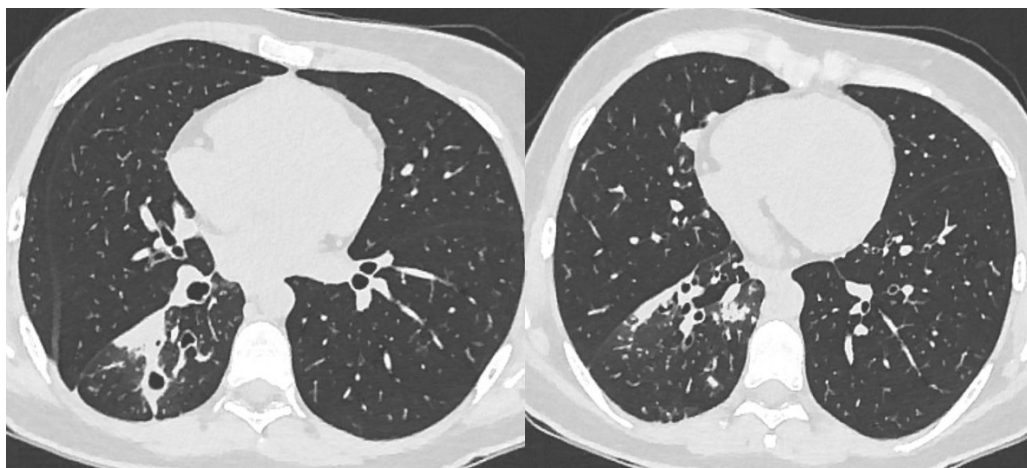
Компьютерная томограмма ОГК пациентки В. через 3 месяца лечения
